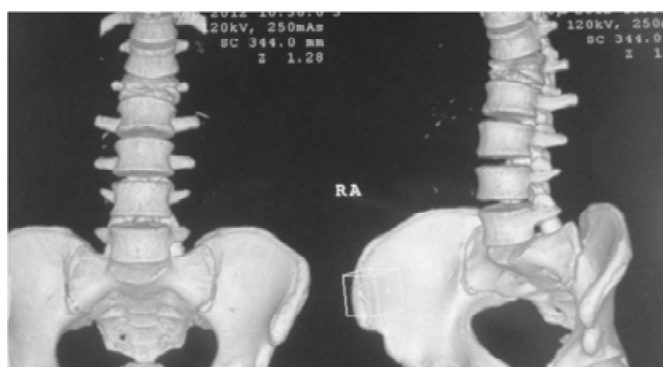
Tomografía computarizada AP y oblicua 3D: escoliosis distrófica por agenesia del tercio anterior dorsal vertebral de L1.
